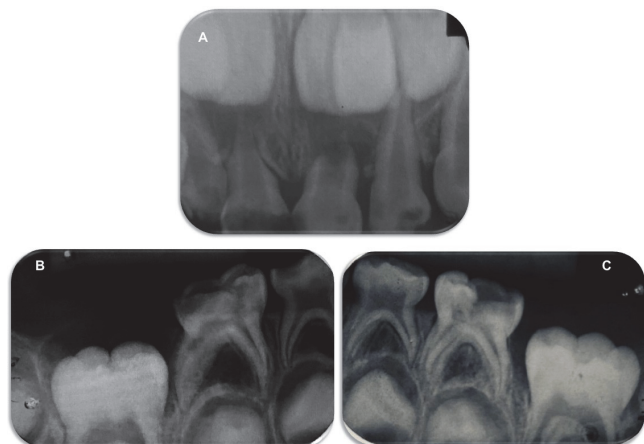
A) Radiografia oclusal modificada da região dos incisivos anteriores superiores decíduos; B) Radiografia periapical dos dentes 74 e 75; C) Radiografia periapical dos dentes 84 e 85.
